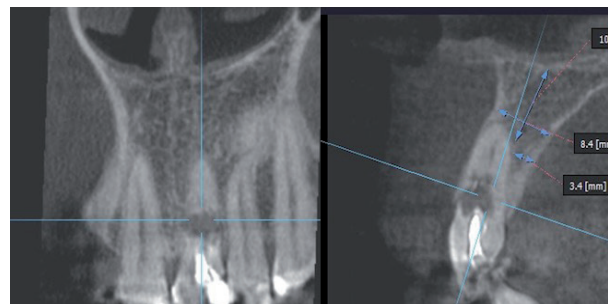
Зрізи комп'ютерної томографії фронтального сегмента верхньої щелепи.
